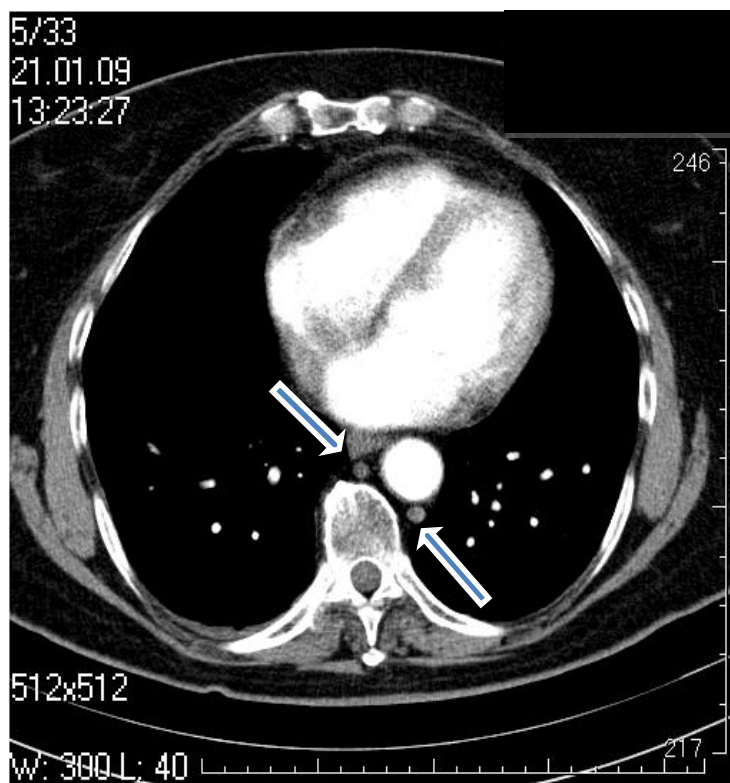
V. azygos (каудальный сегмент) расположена по срединной линии. КТ-ангиограмма с контрастным усилением (вид снизу), верхняя стрелка – v. azygos, нижняя стрелка – v. hemiazygos (уровень Th_{IX}).
